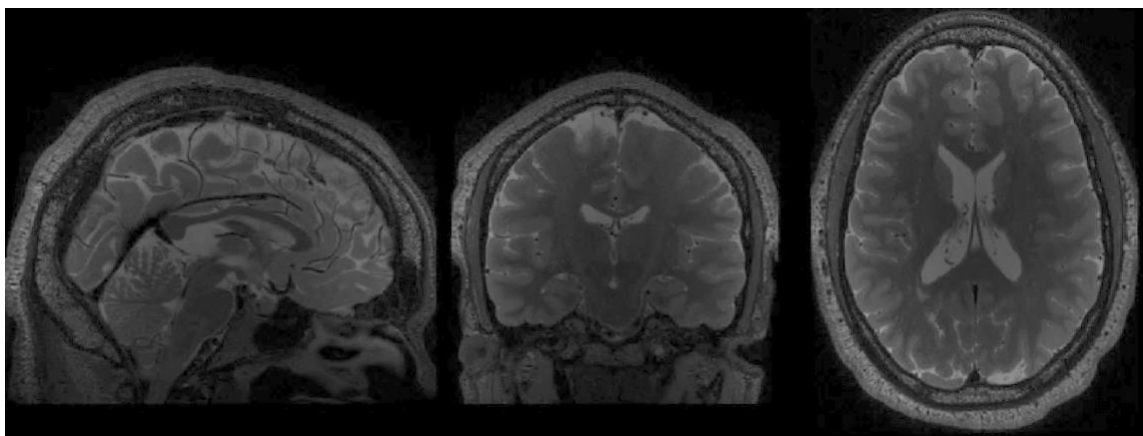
Resonancia magnética por T2w en vista sagital, coronal y transversal respectivamente.
